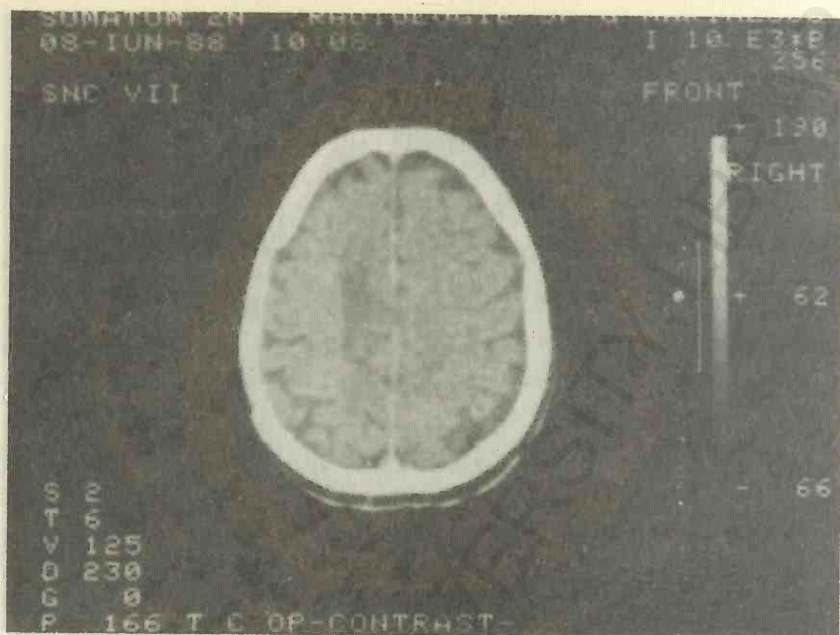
13. Examen CT cerebral. Atrofie cerebrală predominantă la nivelul lobilor temporali și occipitali; hidrocefalie internă la un bolnav de 61 ani.
